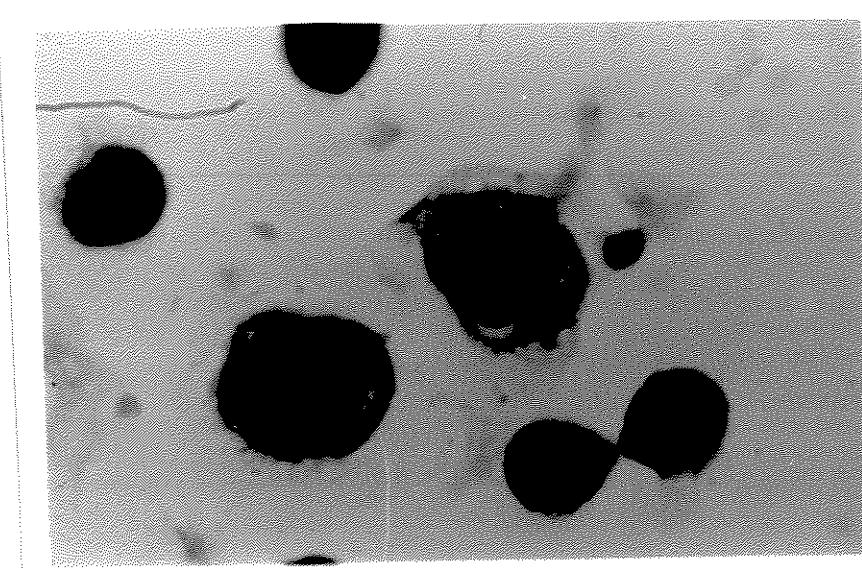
ASPECTO DA FAGOCITOSE DE ERITRÓCITOS DE CARNEIRO INCUBADOS COM ANTICORPOS ANTI-ERITRÓCITOS DE CARNEIRO (EA). MONÓCITOS DE PACIENTE COM DOENÇA FALCIFORME (HE - 1000x).
